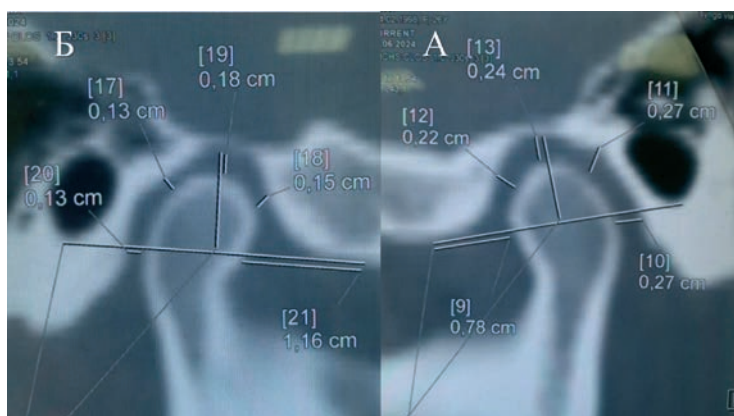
Компьютерная томограмма пациентки К., 25 лет, в сагиттальной плоскости в положении «рот закрыт»: а – суставные головки нижней челюсти слева, б – справа
